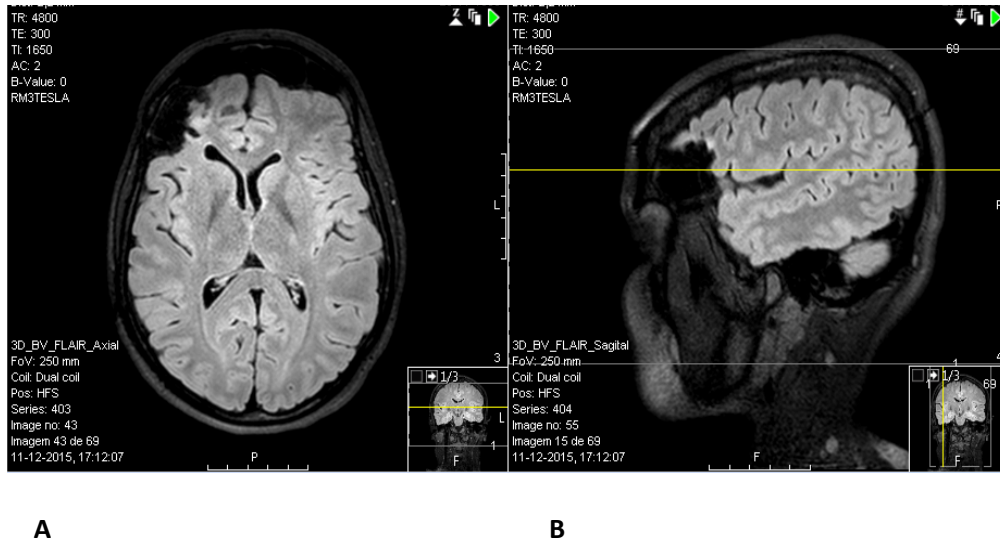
RMN 3T com loca pós-cirúrgica. A) Corte transversal B) Corte sagital
